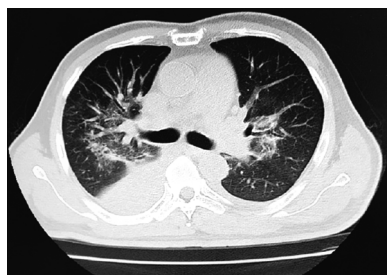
患者 5 次血液透析治疗后胸部 CT 图像
